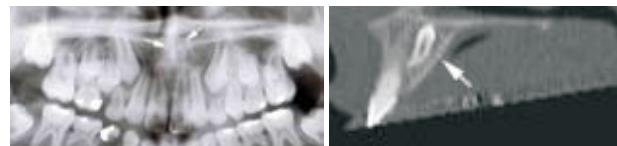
Retence horního stálého pičáku, chlapec, 14 let. Snímek a Detail z OPG. Snímky b, c, d Axiální CT skeny horní čelisti. Snímky e, f 3D rekonstrukce (SSD, laterální pohledy). Horní pravý stálý pičák (bílá ipka) způsobil při svém prořezávání resorpci distální stěny kořene sousedního postranního rezáku zasahující do kořenového kanálu (žlutá ipka). Retinovaný horní levý stálý pičák (červená ipka) má výrazný meziální sklon (pravděpodobně primárně ektopický směr prořezávání) a byl příčinou úplné resorpce apikální a střední třetiny kořene postranního rezáku (zelená ipka). Oba pičáky nemají dostatek místa v zubním oblouku. Pro jejich vyrovnání je potřeba získat místo extrakci zubů. Z CT nálezů je zřejmé, že nejhorší biologický faktor a prognózu mají postranní rezáky. Z tohoto důvodu jsou k extrakci indikovány právě horní stálé postranní rezáky.
